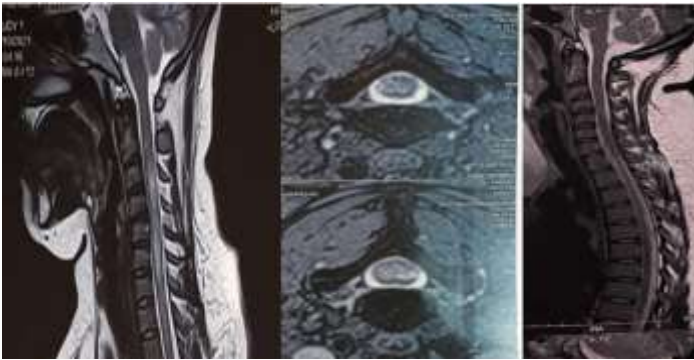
IRM médullaire (patiente MOG+) : lésions en hyper signal T2, confluentes siégeant au niveau de la moelle cervicale et dorsale, non expansives, inférieures à deux métamères en regard de C3 -C4 / C5 -C6 /TH4-TH5/TH7 TH10 TH11, sans prise de contraste.
